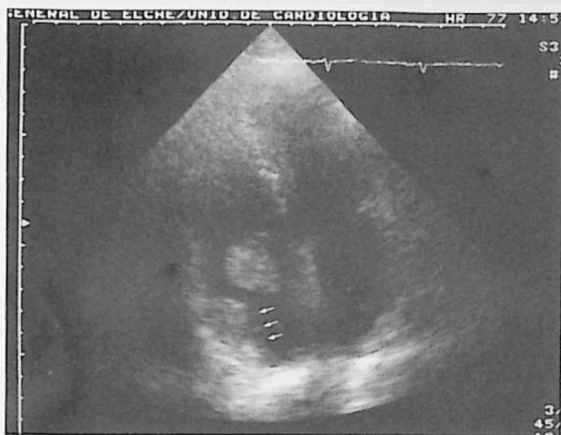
Ecocardiografía transtorácica. Corte apical de cuatro cavidades donde se observa, además de la imagen redondeada intracavitaria en la AD, una infiltración tumoral de la pared auricular (flechas).
